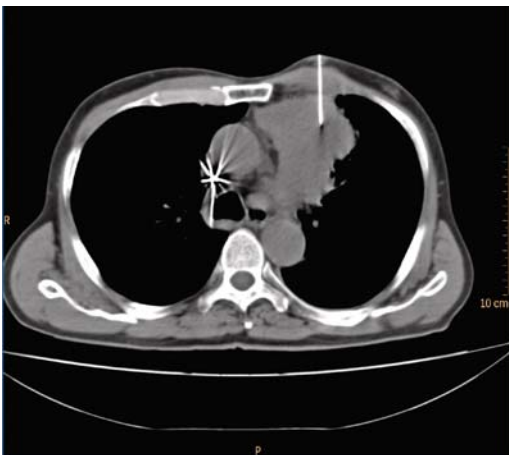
Punción transtorácica de una gran masa anterior con aguja fina mediante control de TAC. Paciente en decúbito supino.
